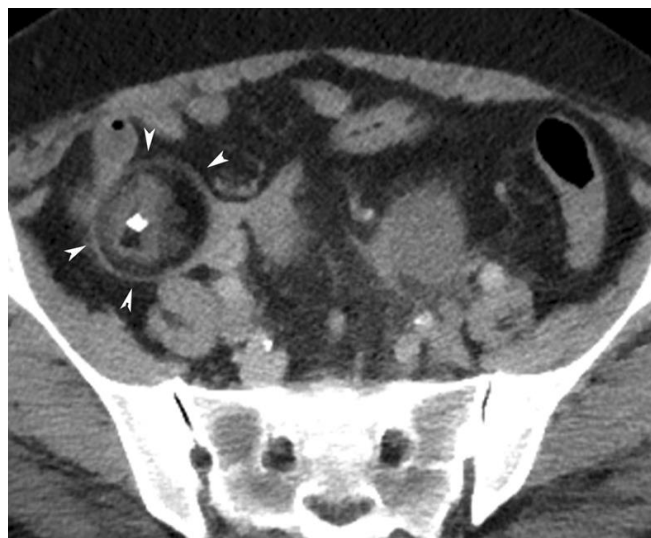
Imagem axial de TC com contraste mostra um teratoma cístico maduro e nódulo de Rokitansky arredondado (pontas de seta) composto por gordura e uma estrutura semelhante a um dente em uma massa cística de alta densidade.
